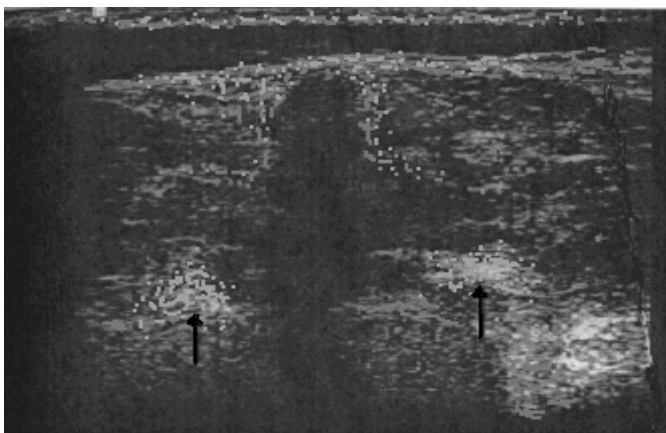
Sonographiebefund: Querschnitt über dem Dornfortsatz mit Darstellung der Wirbelbogengelenke
